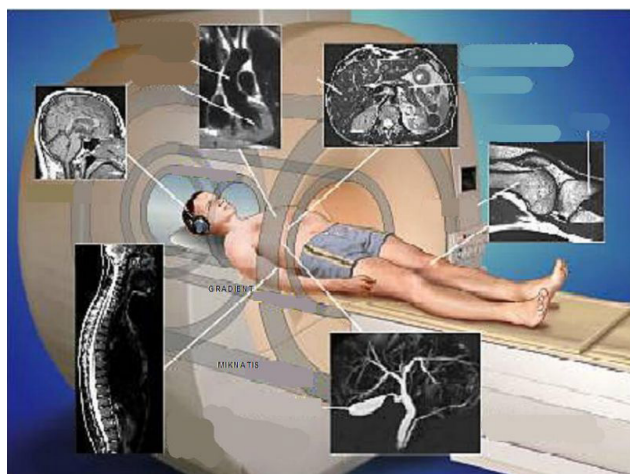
Зображення томограм, отриманих за допомогою магнітно-резонансної томографії [1].
